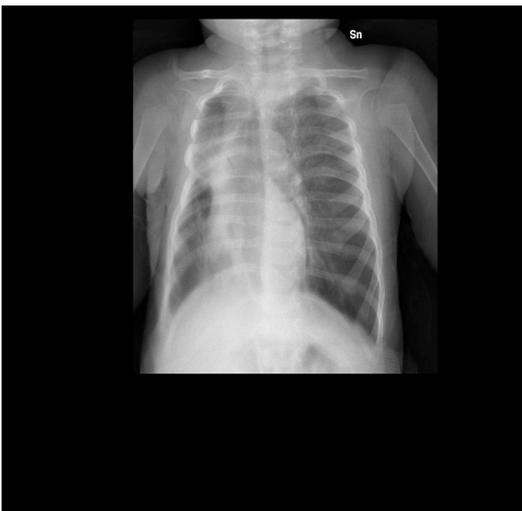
Radiografia del torace che evidenzia: marcato spostamento del mediastino, deviazione dell'asse tracheale, erniazione del polmone sinistro a destra; opacamento del campo polmonare medio e superiore di destra con atelettasia del lobo superiore.
